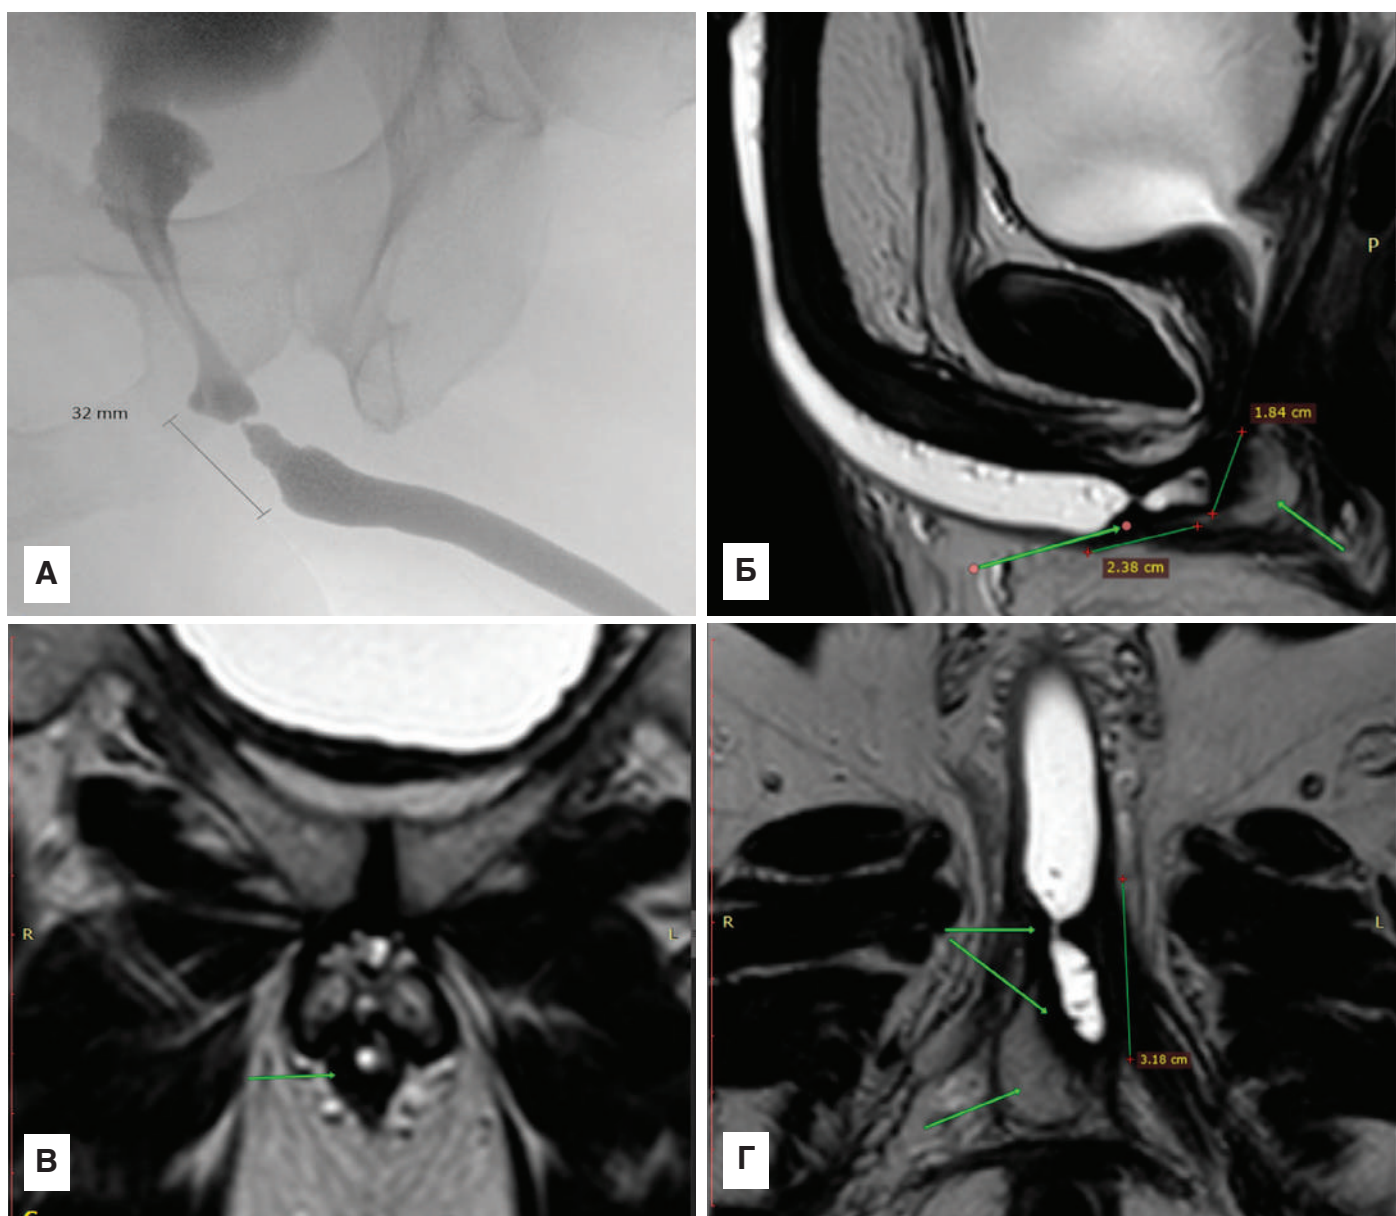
Длинная стриктура передней уретры со спонгиозом тяжелой степени: А – РУГ; Б – сагиттальная плоскость МРТ; В – коронарная плоскость МРТ; Г – аксиальная плоскость МРТ (стрелками указаны участки спонгиоза)
